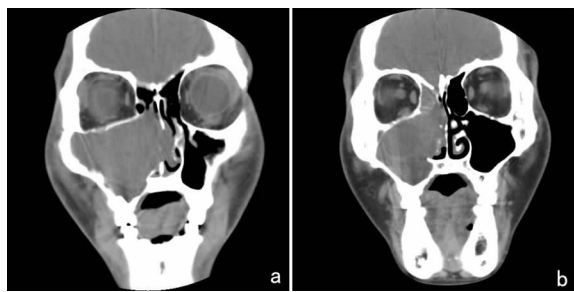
CT检查 a:上颌窦海绵状血管瘤术前右侧上颌窦膨大变形,周围骨质受压变薄,局部区域吸收。内侧壁骨质缺损,病变向同侧鼻腔生长,挤压鼻中隔。b:右侧上颌窦、筛窦腔轻度膨大,内侧壁明显向鼻腔移位,内侧壁、下鼻甲骨质吸收
